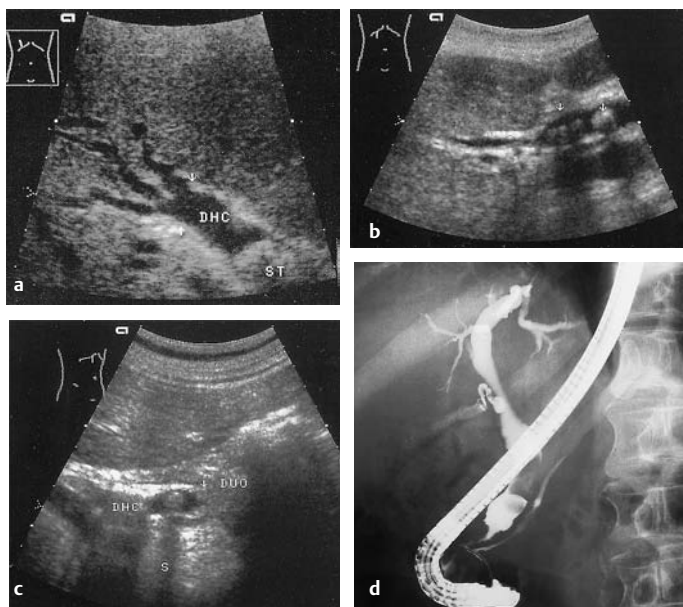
a–d Choledocholithiasis. a Großer okkludierender Stein (ST) im D. hepaticus communis (DHC) mit prästenotischen Gangerweiterungen bis in die intrahepatischen Gangaufzweigungen (Pfeile). b Vier Gallengangssteine (Pfeile), nicht okkludierend (normal weiter intrahepatischer Gang). c Zwei präpapilläre Steine, Schallschatten (S). Pfeil: Bereich der Papille an der Dorsalwand des Duodenum (DUO). ERCP zu c: Nachweis der zwei sonographisch gesehenen präpapillären Steine
